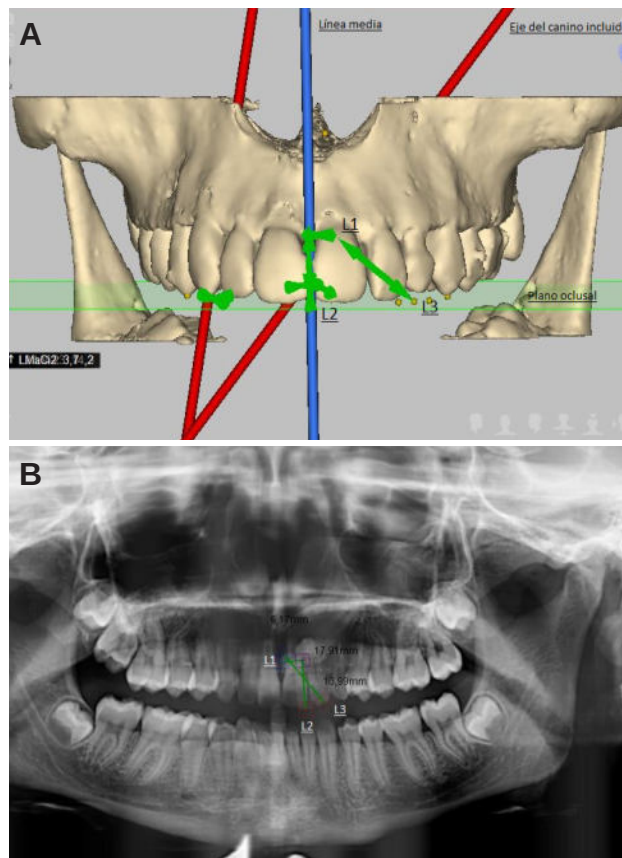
Líneas de referencia en CBCT.
